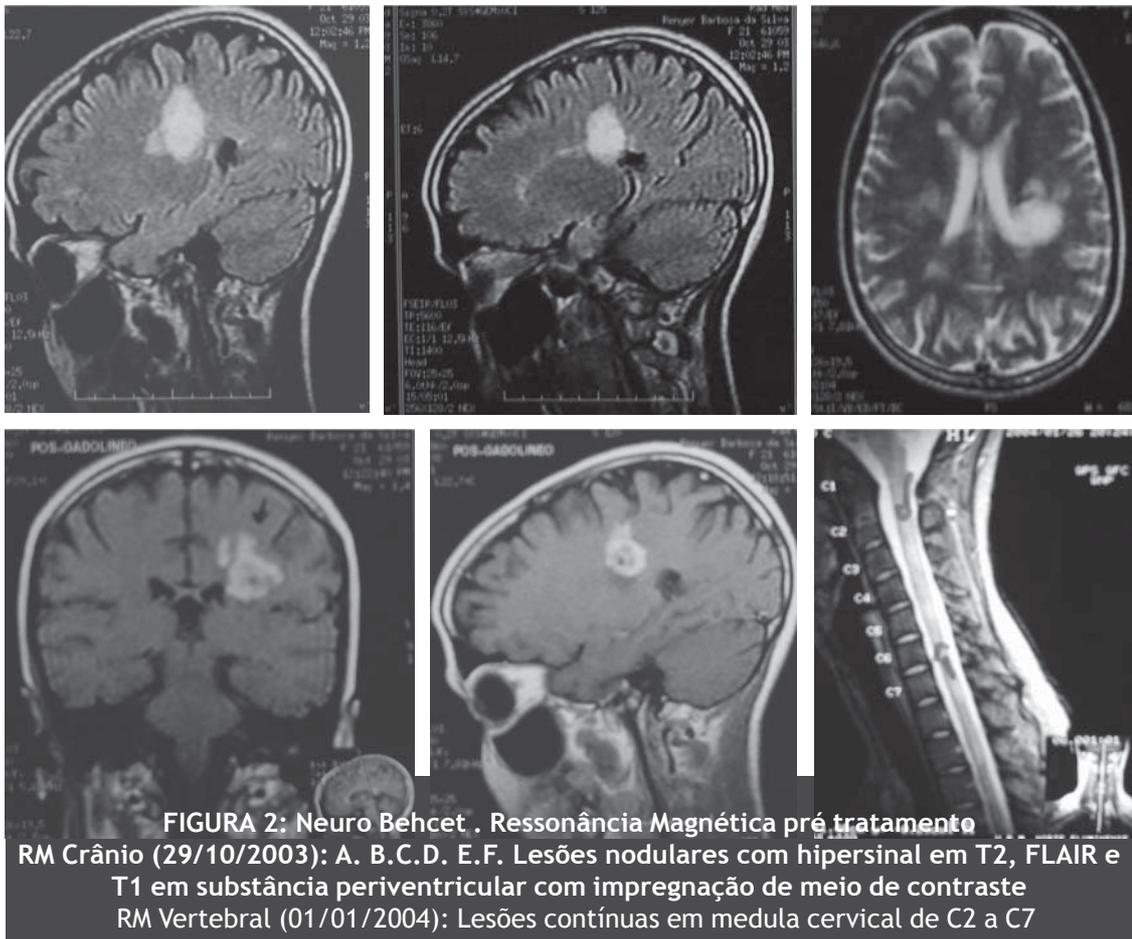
Neuro Behcet . Ressonância Magnética pré tratamento
